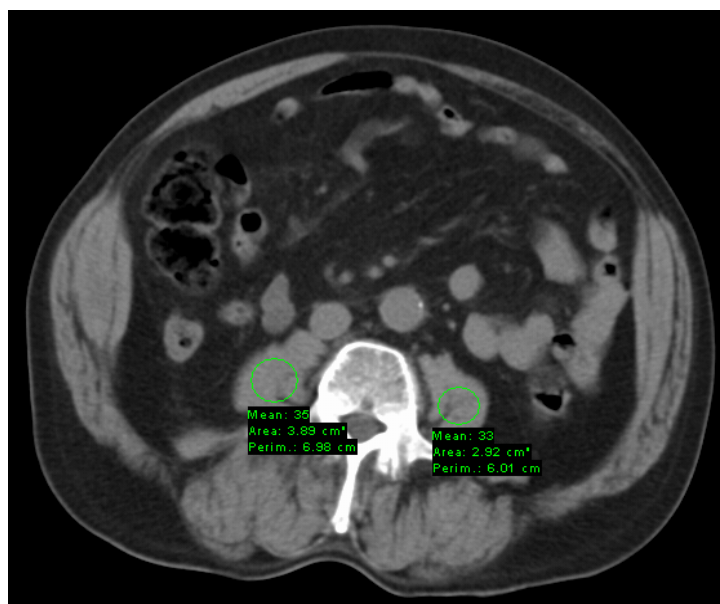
Imagem de tomografia computadorizada ao nível de L4-L5, usada para medida da densidade muscular (psoas bilateralmente).
